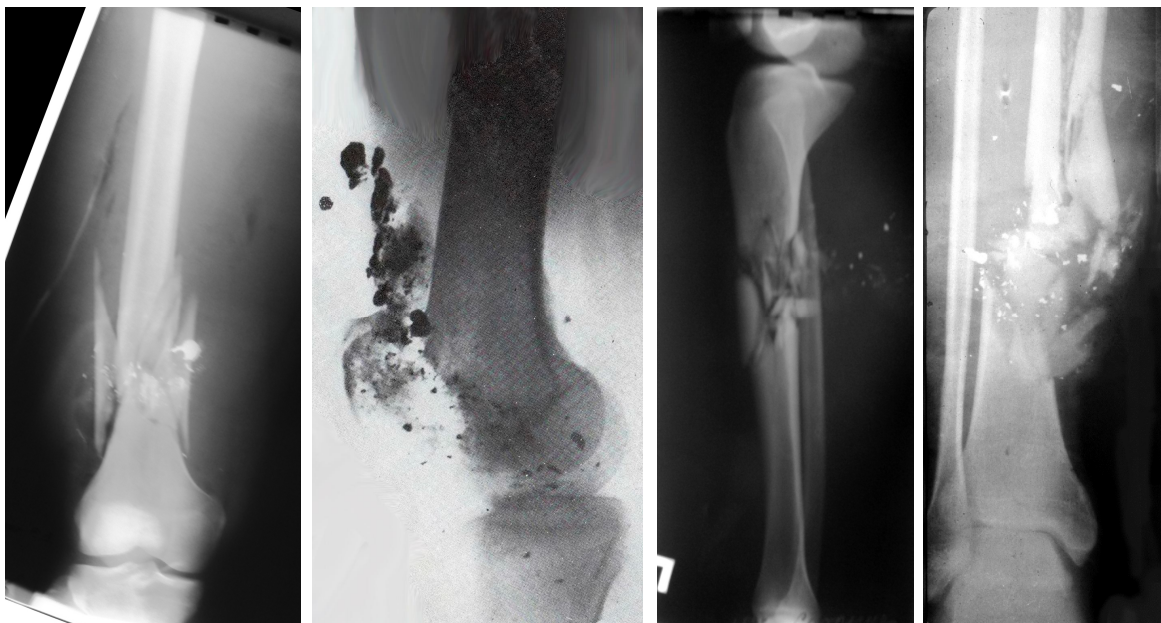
Рентгенограми постраждалих з вогнепальними переломами довгих кісток.
